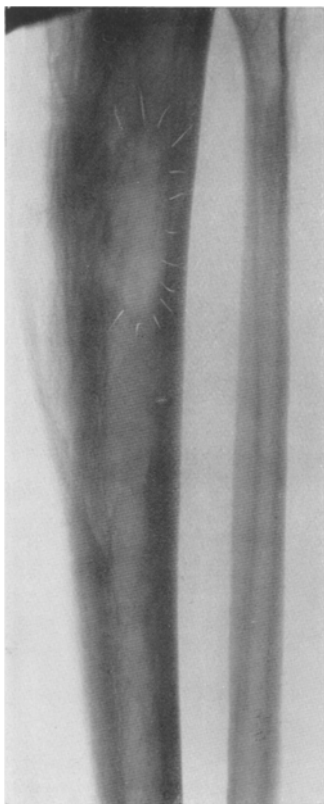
Fall 13. Röntgenogramm
